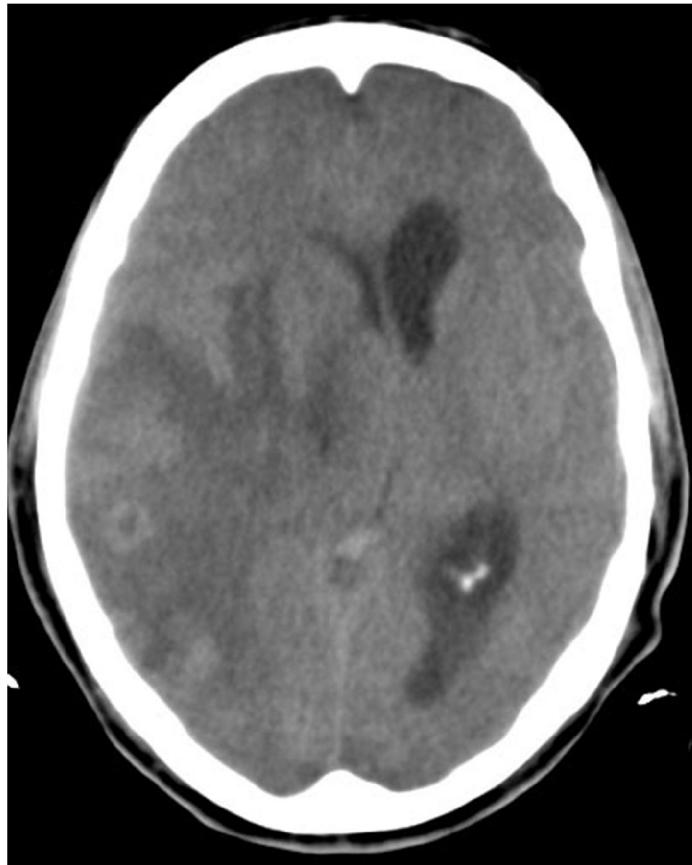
TAC craneal a cortes de 5 mm.
